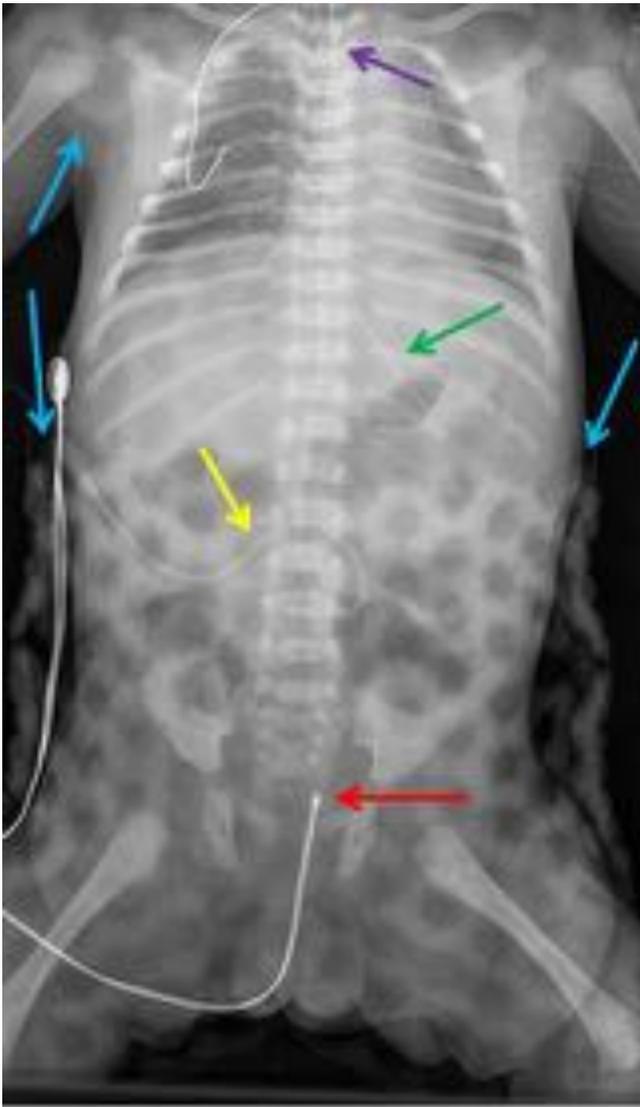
Recién nacido a término con encefalopatía por síndrome hipóxico isquémico. Radiografía AP donde se identifica la sonda rectal para temperatura (flecha roja). Imagen trenzada superpuesta al abdomen que se corresponde con la manta del dispositivo de hipotermia (flechas azules). Catéter arterial umbilical (flecha amarilla). Sonda nasogástrica (flecha verde). Tubo endotraqueal (flecha morada).
